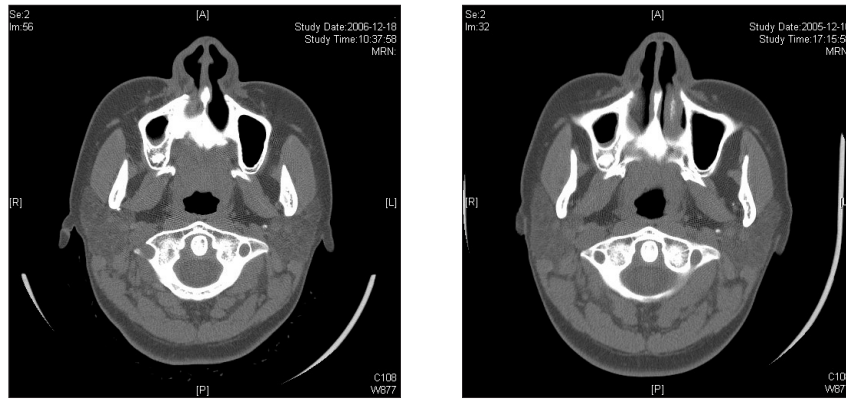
Preoperative and Postoperative CT scans of patients. CT images were adjusted with the optimal window level.
